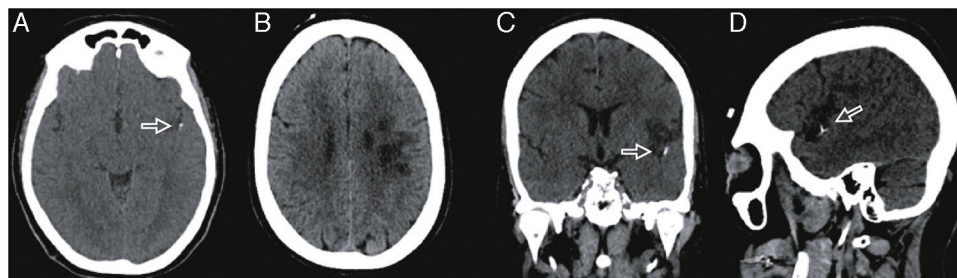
TC de cerebro sin contraste, cortes axiales (A y B), coronal (C) y sagital (D). Imagen cálcica (→) en segmento M3 de la ACM izquierda asociada a hipodensidad córticosubcortical fronto-insular izquierda correspondiente a infarto cerebral agudo-subagudo.
